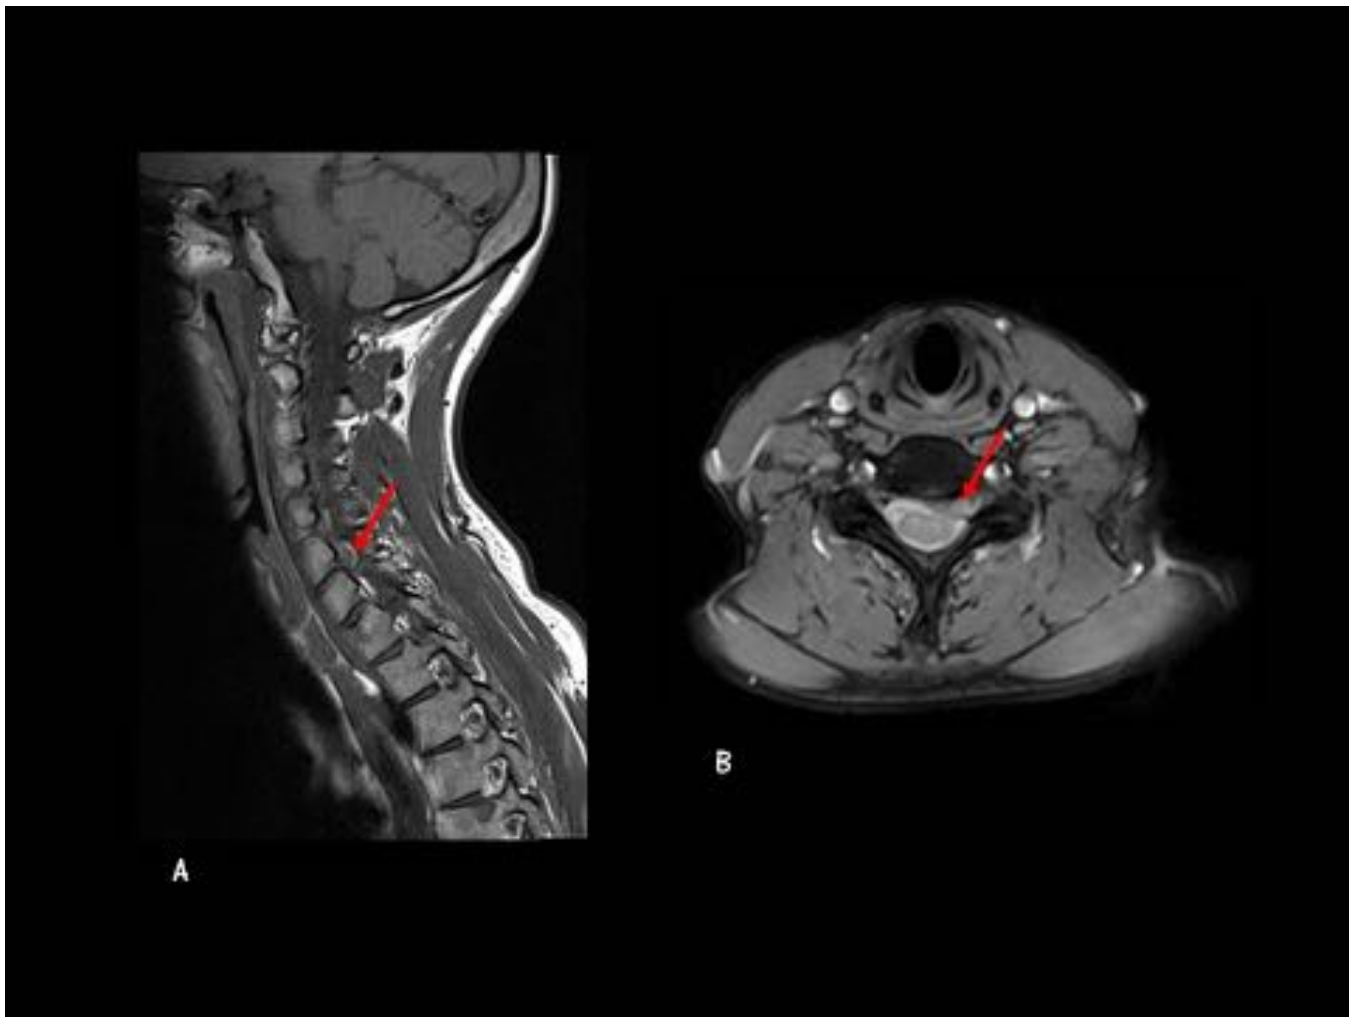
Extrusión Discal. Mujer de 41 años. Cervicalgia. RM Columna Cervical. A. Sagital T1. B. Axial STIR. Hernia discal C6-C7 extruida, de localización subarticular y foraminal izquierda.
